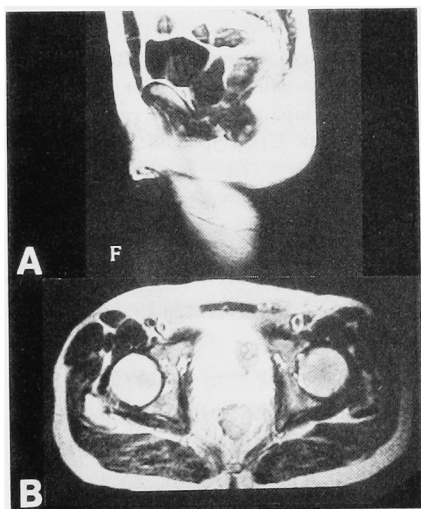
A: a sagittal T1-WI of MRI. B: a coronal T2-WI of MRI.
